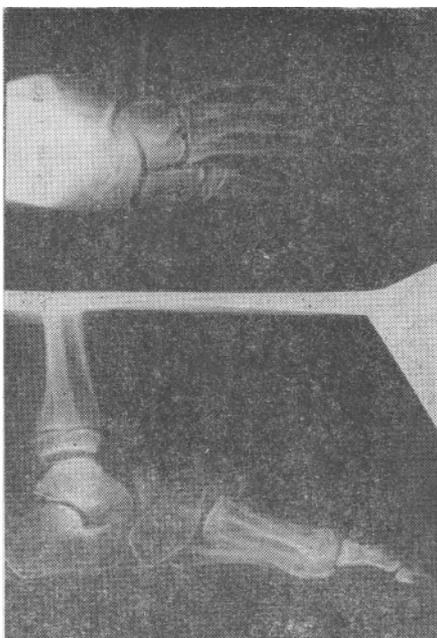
Рентгенограмма левой стопы в отдаленные сроки наблюдения.
